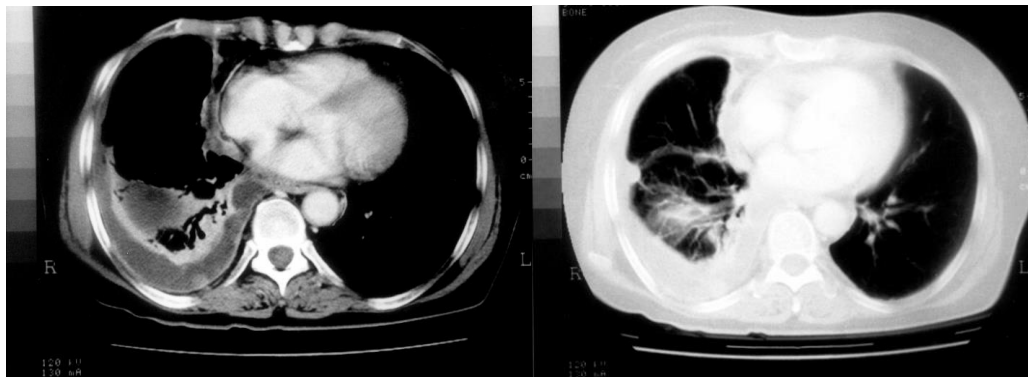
TAC Ispessimenti irregolari della pleura, particolarmente evidenti nel terzo inferiore del torace (www.ecmlearn.it)
